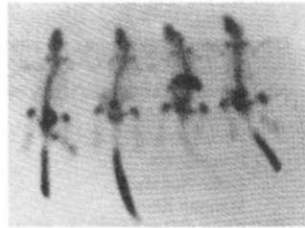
5 günlük deney grubunun sintigrafisi
